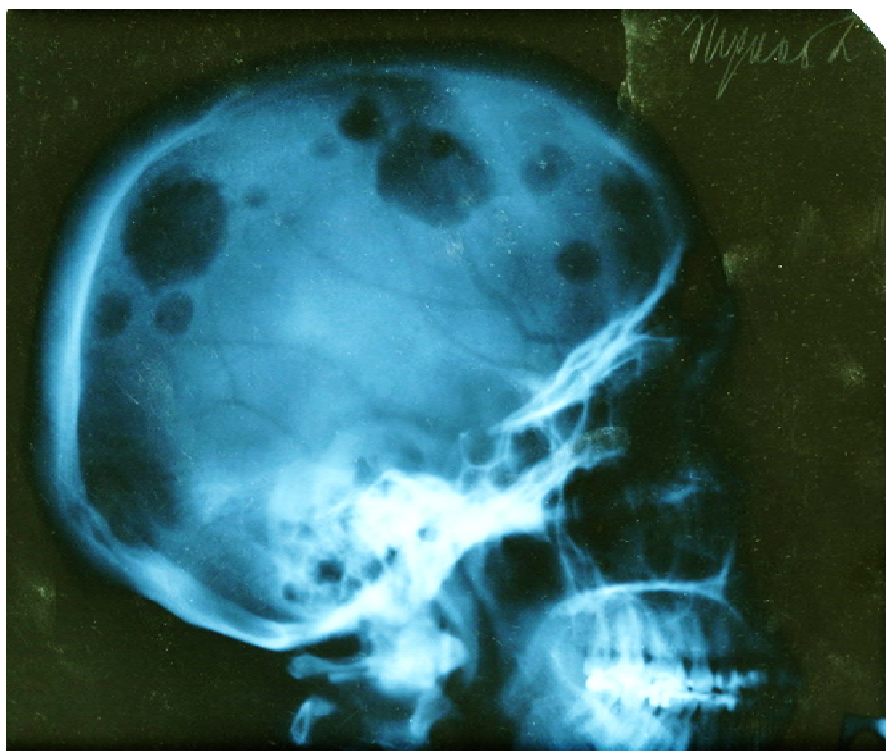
Рентгенография черепа больного И.М. с множественной миеломой, боковая проекция. Видны множественные участки лизиса костей черепа
